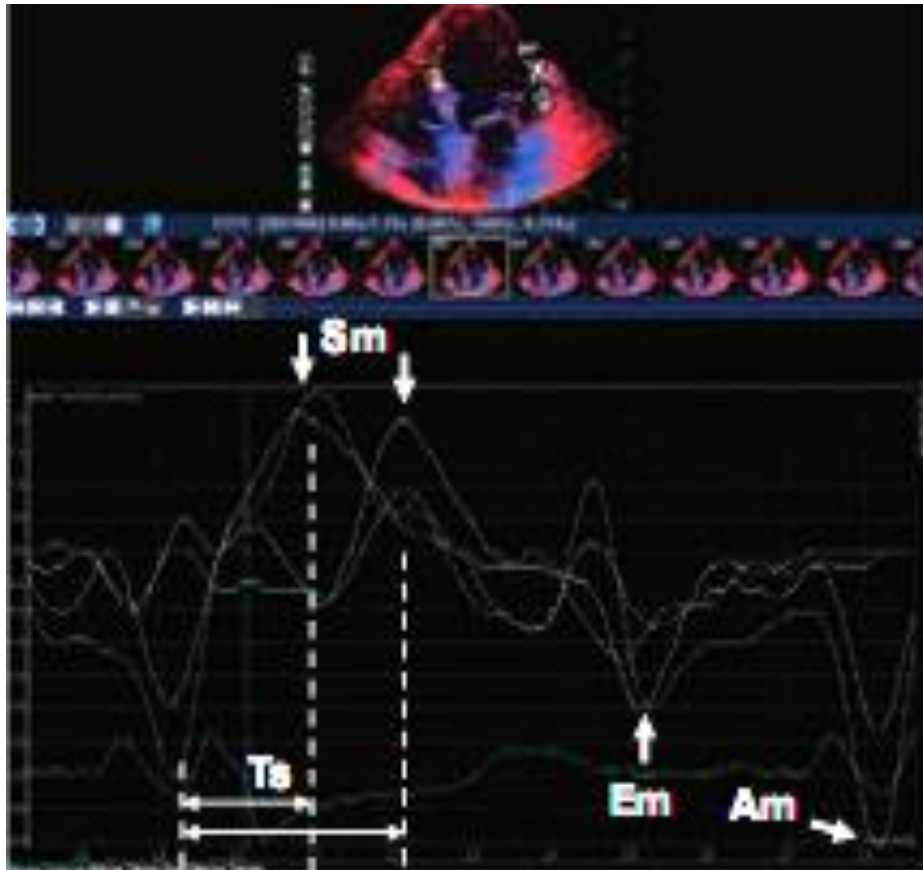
Doppler mô xung (Pulse Tissue Doppler Pulse TD)[50]
